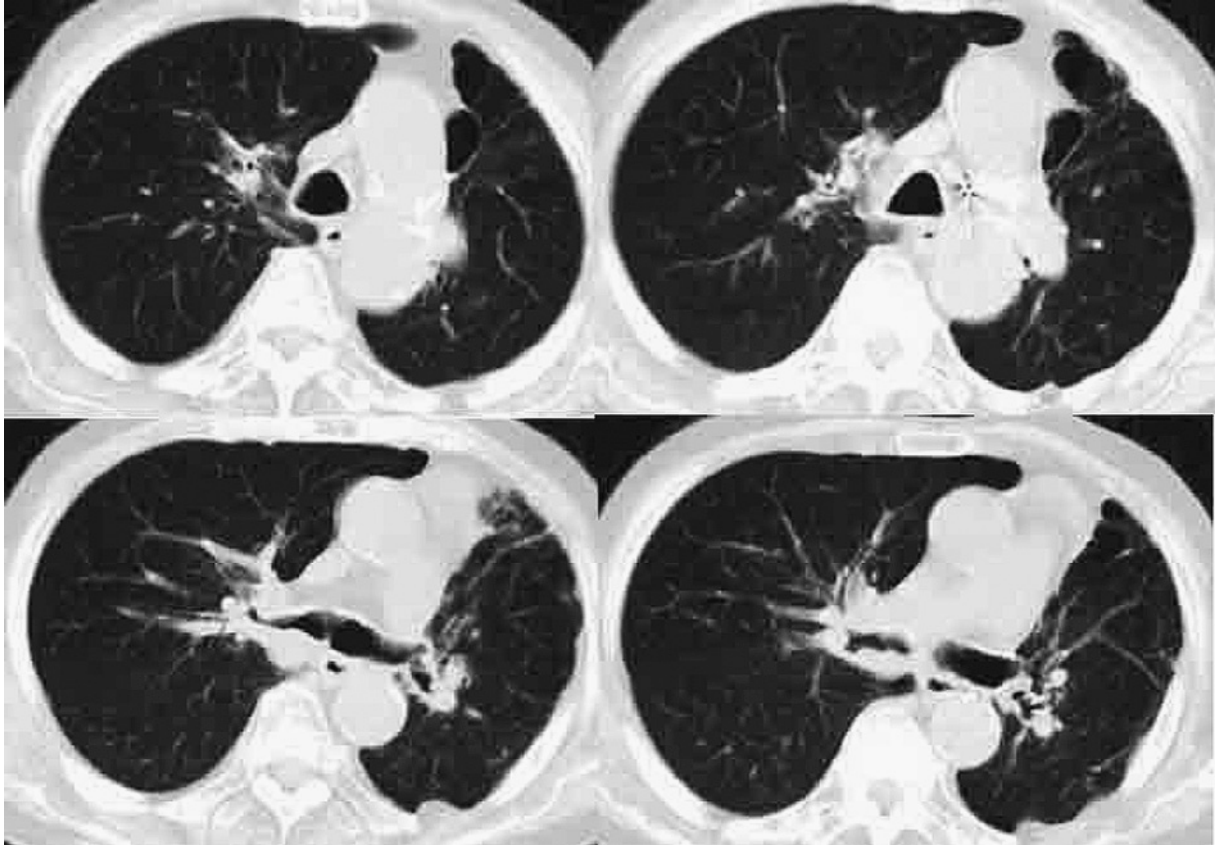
Chest CT after radiotherapy shows improvement of the stenosis of the right main bronchus and disappearance of the atelectasis of the right S¹.
